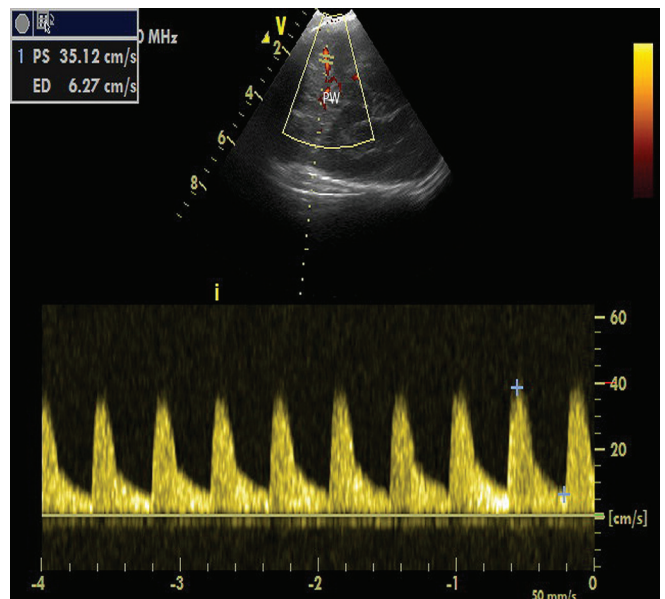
Corte sagital a través de la fontanela anterior donde se visualizan, en la línea media, el cuerpo calloso (CC), tercer (3v) y cuarto ventrículos (4v), tronco del encéfalo (TE) y cerebelo (Ce). Para el estudio de la velocidad de flujo sanguíneo con power-Doppler el cursor de Doppler pulsado se sitúa en la ACA (identificada en la imagen con el cursor). La VPS se mide en el punto más alto de la curva de análisis espectral de la velocidad de flujo sanguíneo cerebral y la VD, en el punto más bajo de la curva.
